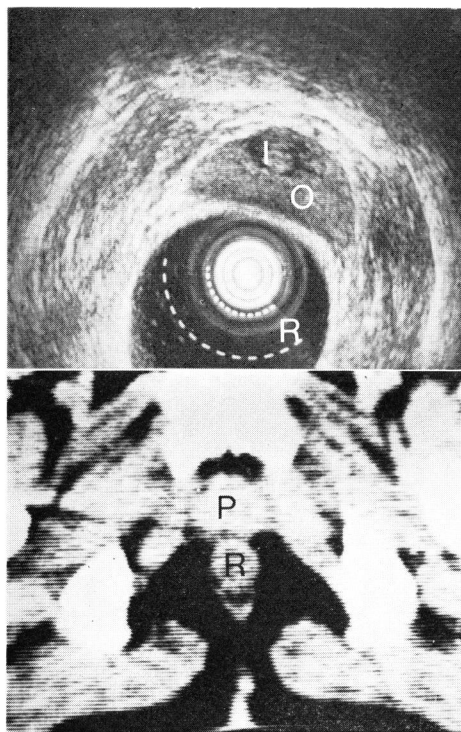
上=超音波像：内腺の周囲のエコーの少ない部分は、膀胱頸部より入り込んでいる筋層。
